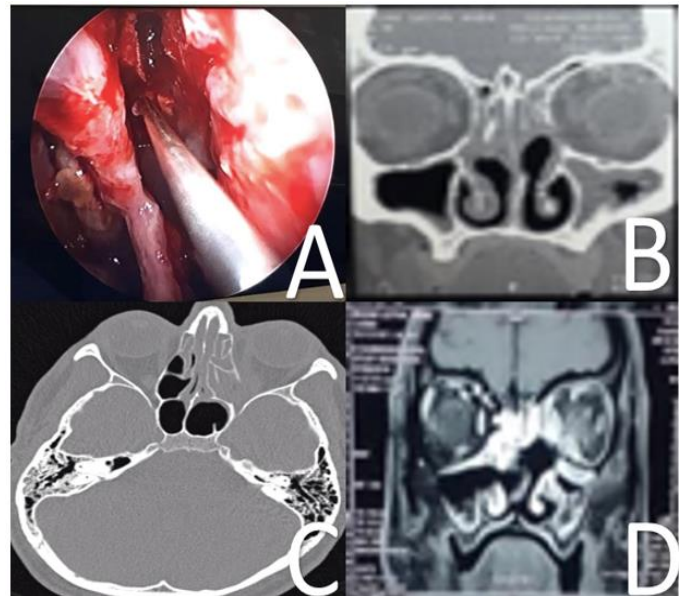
Estudios de gabinete de caso 2. A: Endoscopia nasal del caso 2 con perforación septal amplia y erosión de etmoides. B: Tomografía simple de senos paranasales corte coronal, con sinusitis etmoidal y maxilar. C: Tomografía simple de cráneo corte axial, con erosión de lámina papirácea izquierda. D: Resonancia magnética de cráneo con gadolinio, con realce de pared medial orbitaria izquierda con absceso orbitario.
